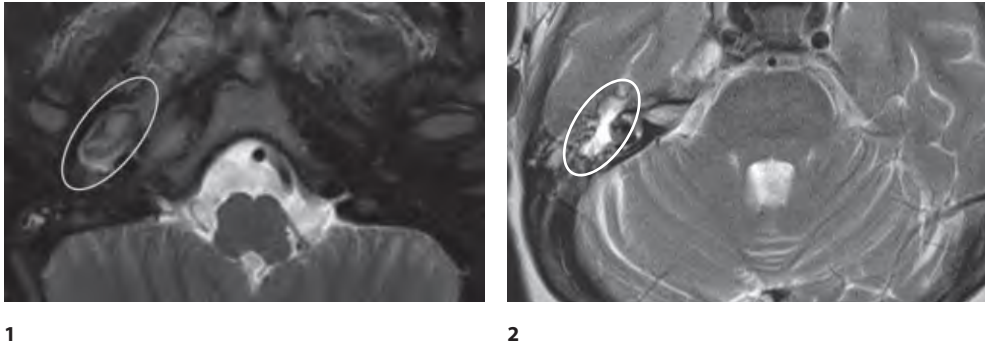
МРТ височных костей: 1 – инкапсулированное образование у пациента с дермоидной кистой; 2 – образование с гиперинтенсивным сигналом у пациента с холестериновой гранулемой
